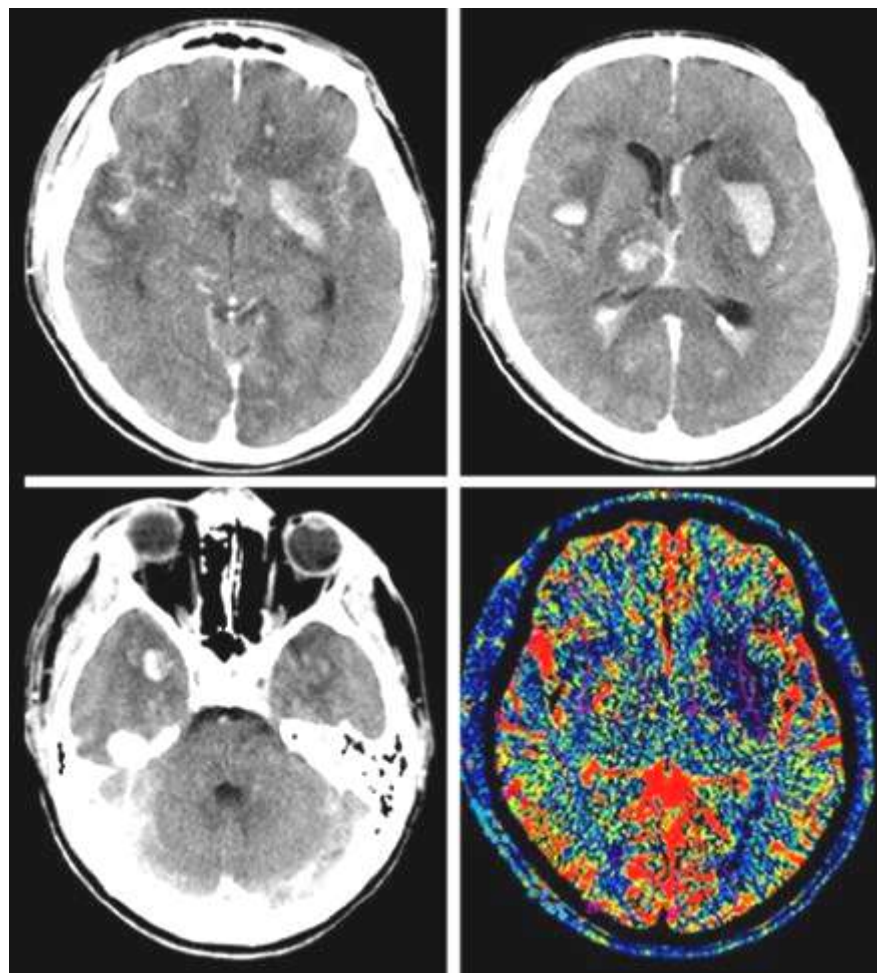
Данные КТ и КТ – перфузии в первые сутки после травмы, пациента 23 лет. Тяжелая ЧМТ в результате автоаварии. Кома 4 балла по ШКГ, утрата сознания на месте травмы.
